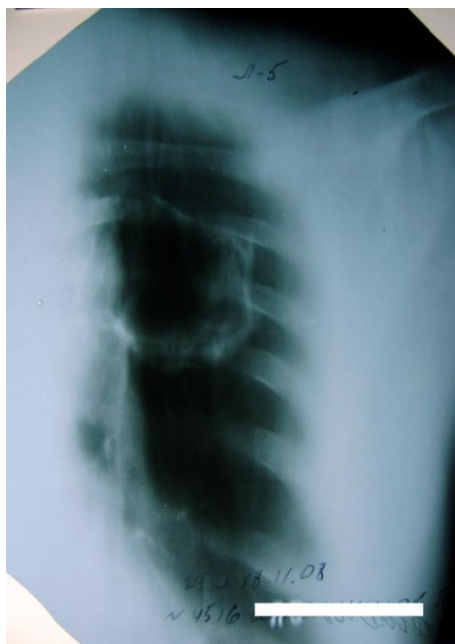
Линейная томограмма больного С. при поступлении.
